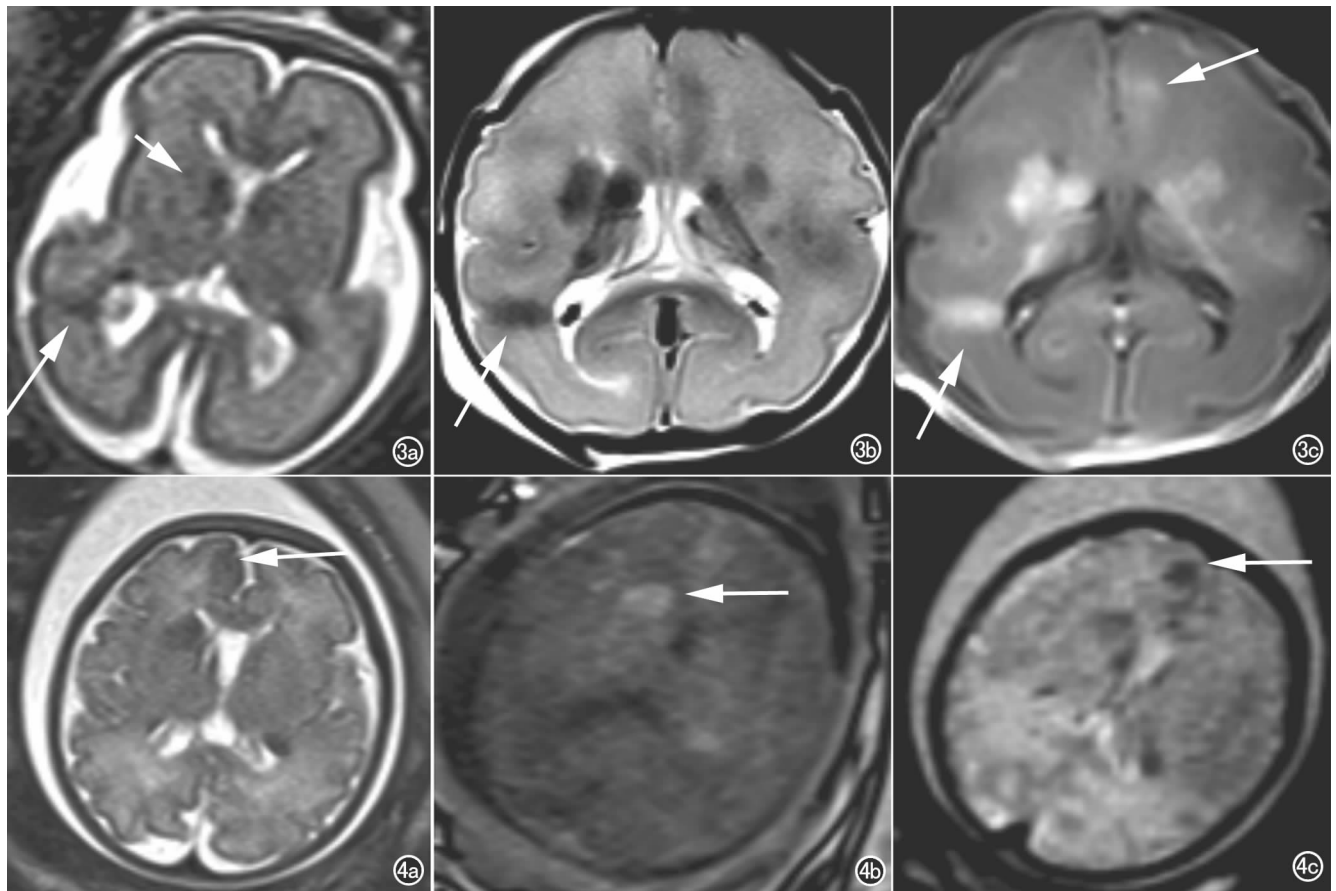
孕 24⁺周, 胎儿 TSC。a) HASTE 序列示胎儿双侧脑室旁多发室管膜下结节(箭), 同时右顶叶见条带状贯穿白质区病变(长箭); b) 引产后标本 T₂WI 示低信号脑部结节(箭); c) 标本的脑部结节均为 T₁WI 高信号(箭)。图 4 孕 33 周, 胎儿 TSC。a) HASTE 序列示双侧脑室体旁及右额叶低信号结节, 右额叶为皮质胶质增生性结节(箭); b) 胎儿脑室旁及右额叶结节在 T₁-FL2D 序列为高信号(箭); c) DWI 序列 b=0 图像上结节均为明显低信号(箭)。
